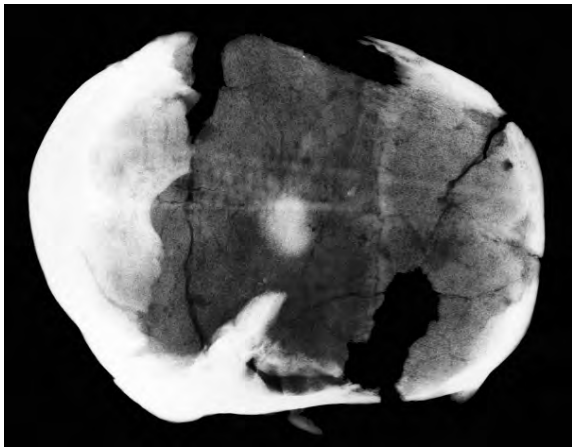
Radiografia del crani de Montefrío.
